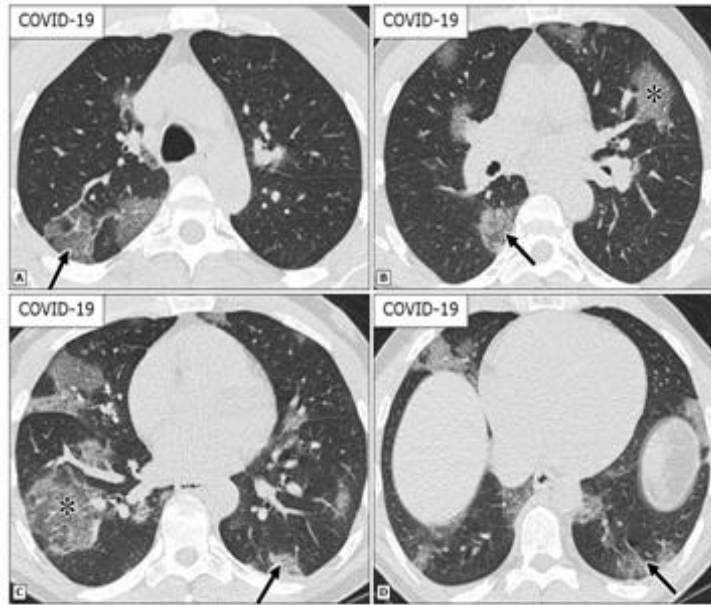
Imagen de tomografías axiales computarizadas de pacientes COVID 19. Imagen extraída de From: Simpson S, Kay FU, Abbara S, et al. Radiological Society of North America Expert Consensus Document on Reporting Chest CT Findings Related to COVID-19: Endorsed by the Society of Thoracic Radiology, the American College of Radiology, and RSNA. Radiology: Cardiothoracic Imaging 2020; 2:2. Available at: <https://pubs.rsna.org/doi/full/10.1148/ryct.2020200152>.
